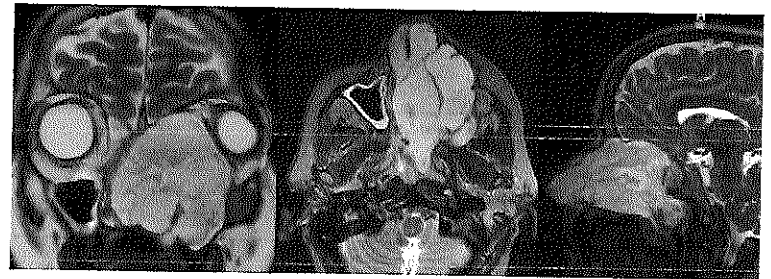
RESONANCIA MAGNETICA.
